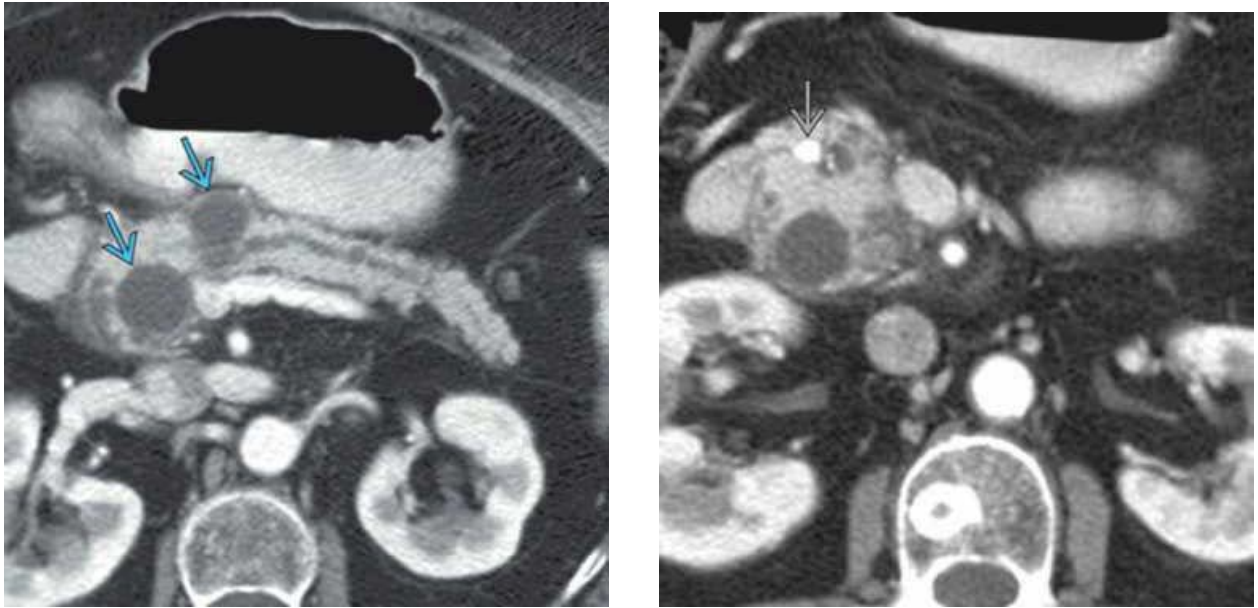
(Gauche) La TDM C + axiale montre un canal pancréatique dilaté et de petits pseudokystes chez un patient présentant un pancréas divisum compliqué par des épisodes récurrents de pancréatite. (Droite) La TDM C + plus caudale chez le même patient montre des calculs dans le canal de Santorini, qui est de calibre normal en aval lorsqu'il pénètre dans la papille mineure. Une lithiase a été confirmée. [67]
